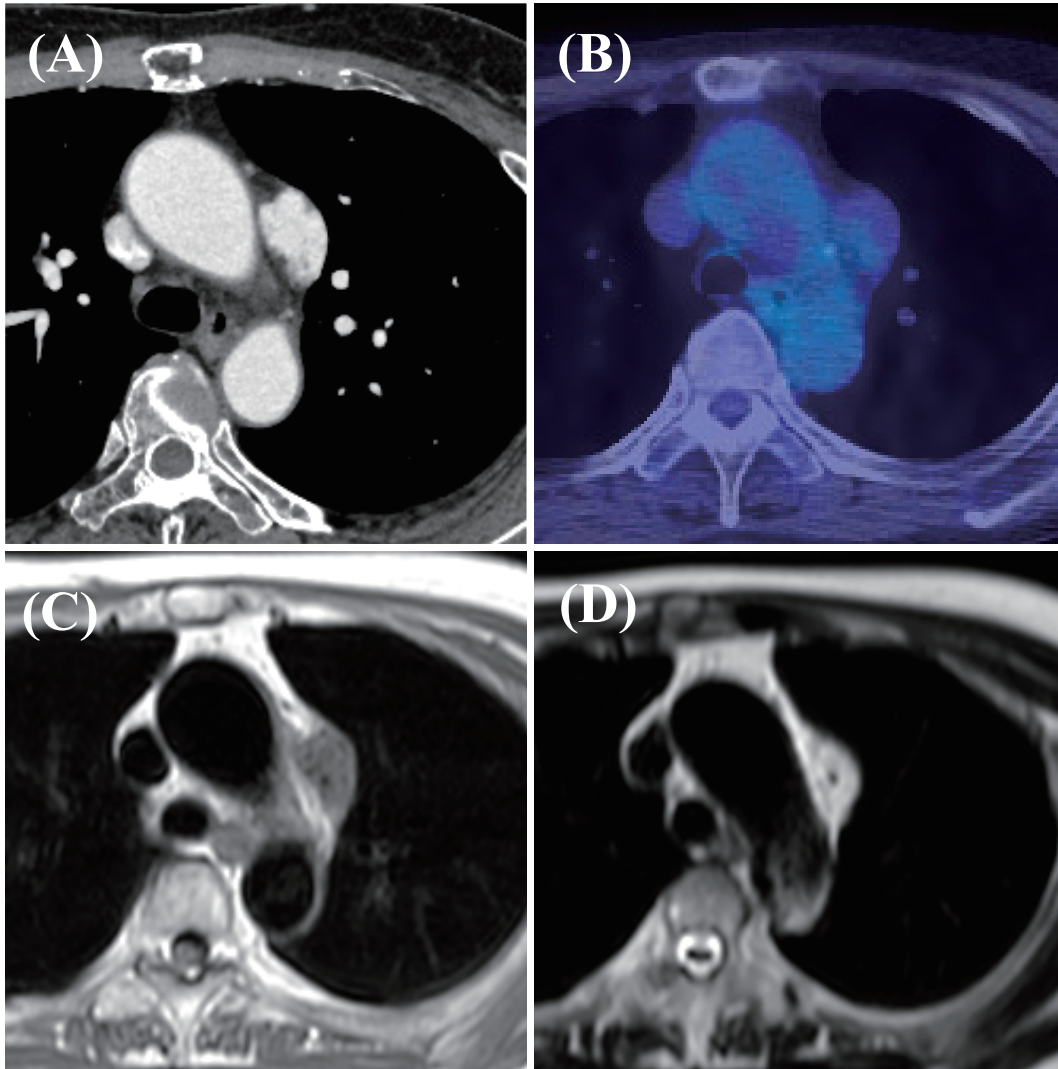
Chest CT shows a homogeneous enhanced tumor in the upper mediastinum (A). PET-CT shows a mild accumulation in the mediastinal tumor (B). Enhanced chest MRI shows iso-signal intensity with muscle on T1WI (C) and high signal intensity on T2WI (D). The flow void sign is also detected.
